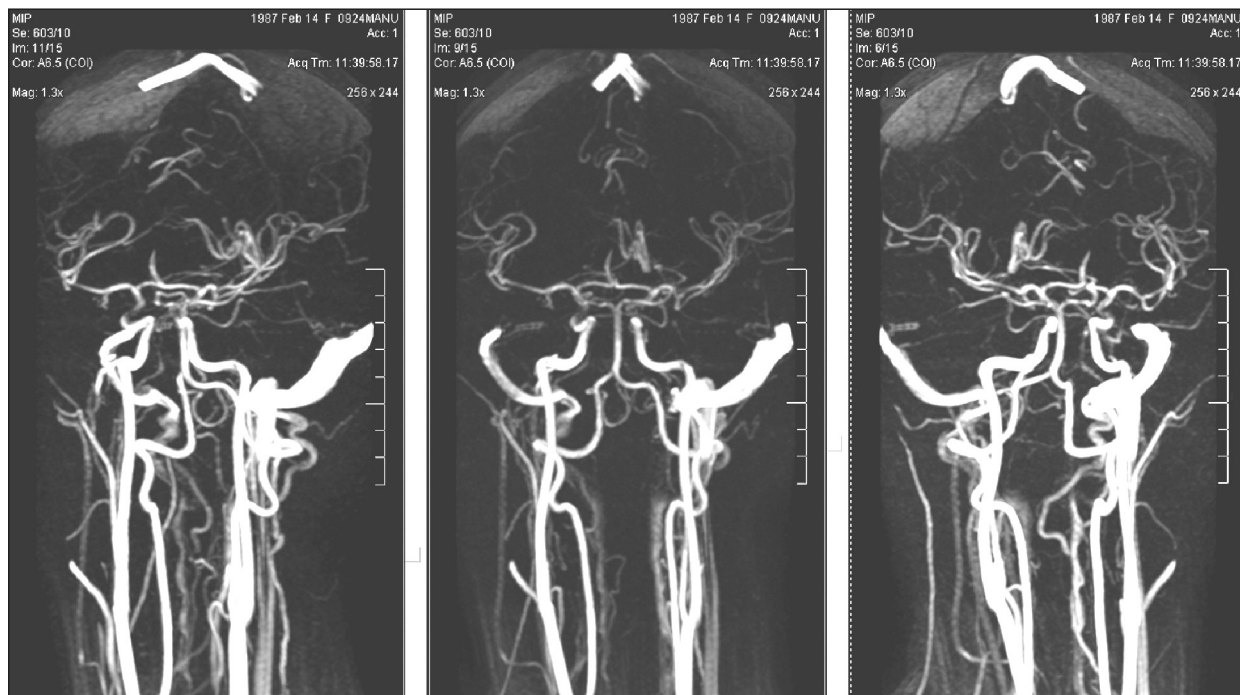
Конституциональное сокращение кровотока по правому сигмовидному синусу (на томограммах слева) с усилением кровотока по субарахноидальным венозным сплетениям и внеюгулярным путям венозного оттока, PHAS-MRA, 3D-реконструкция под разными углами
